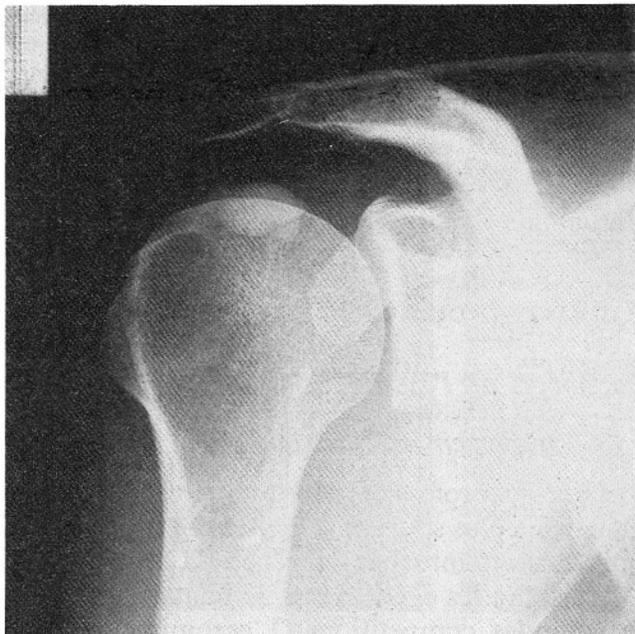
Radiographie d'une épaule douloureuse chez une golfeuse : calcification du tendon du sus-épineux.
